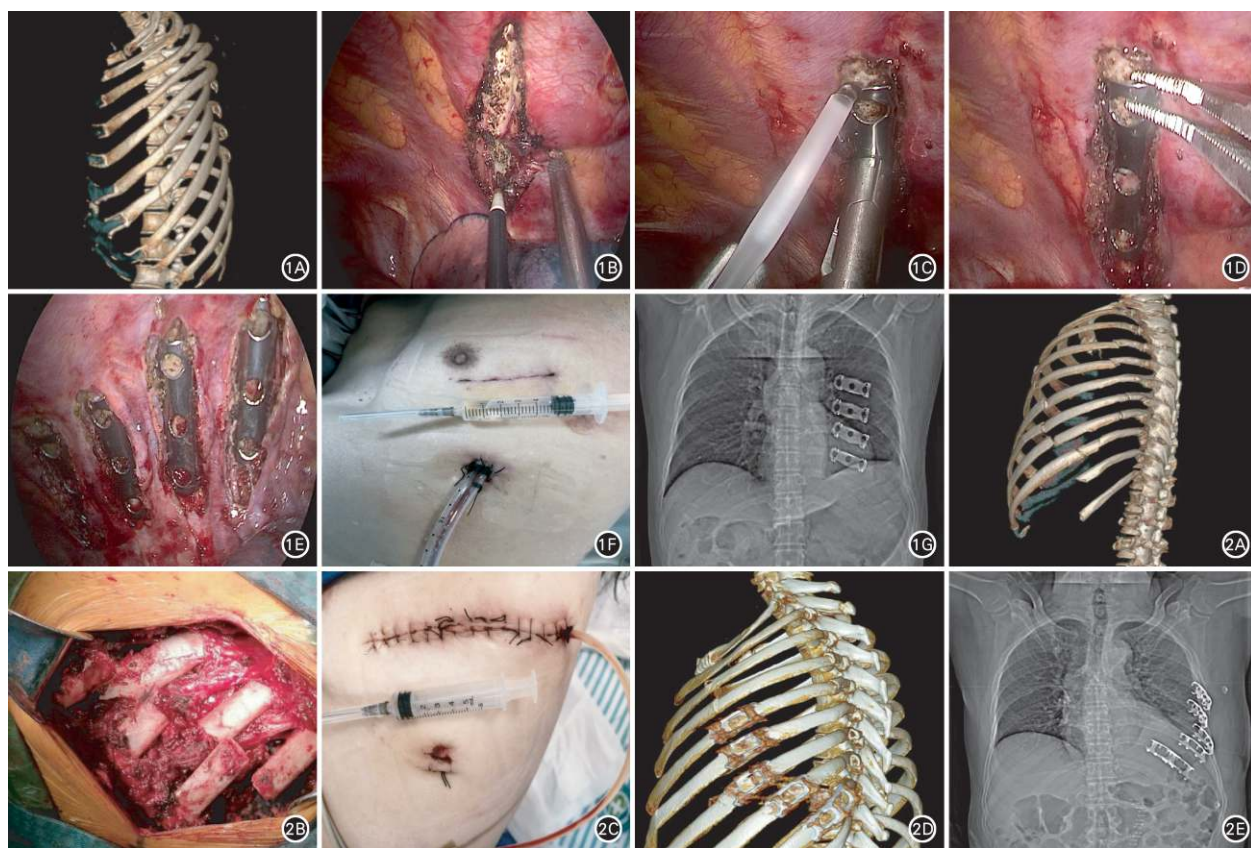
患者男,55岁,高处坠落伤致左侧多发肋骨骨折,伤后4 d行全胸腔镜下腔镜接骨板内固定术。A. 术前肋骨CT+三维重建示左侧6~9肋骨骨折,断端错位明显; B. 术中胸腔内电钩切开壁层胸膜,暴露骨折断端; C. 可拆卸腔镜施夹钳固定肋骨保持稳定,温热水冲洗腔镜型TiNi环抱式接骨板; D. 加长弯钳提拉腔镜型TiNi环抱式接骨板,确保其牢靠固定; E. 第6~9肋骨骨折解剖复位; F. 术后第3天切口换药时切口愈合良好; G. 术后6个月胸部正位X线片示骨折愈合良好 图2 患者男,60岁,交通伤致左侧多发肋骨骨折,伤后3 d行传统剖胸肋骨骨折内固定治疗。A. 术前肋骨CT+三维重建示左侧3~8肋骨骨折,其中3~8肋骨多处骨折并断端错位; B. 术中切开胸壁与游离肋骨表面,显露肋骨断端; C. 术后第3天切口经换药愈合良好; D. 术后第7天肋骨CT三维重建示普通型TiNi环抱式接骨板固定牢靠; E. 术后6个月胸部正位X线片示骨折愈合良好
